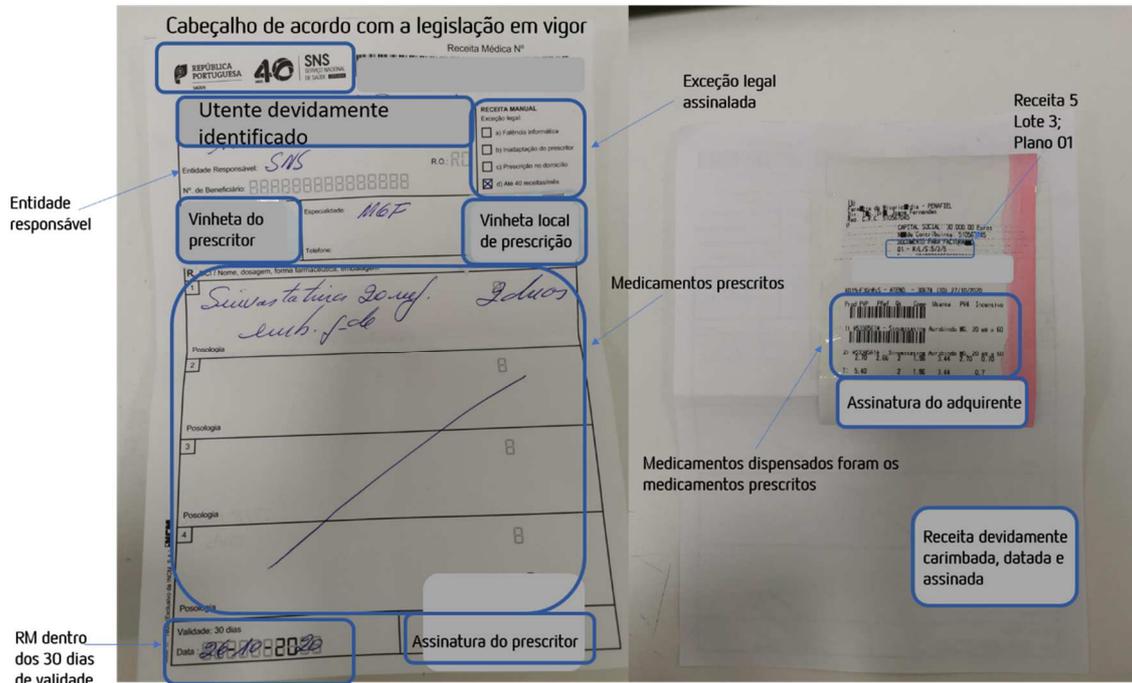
RM e os seus parâmetros de validação técnica.
